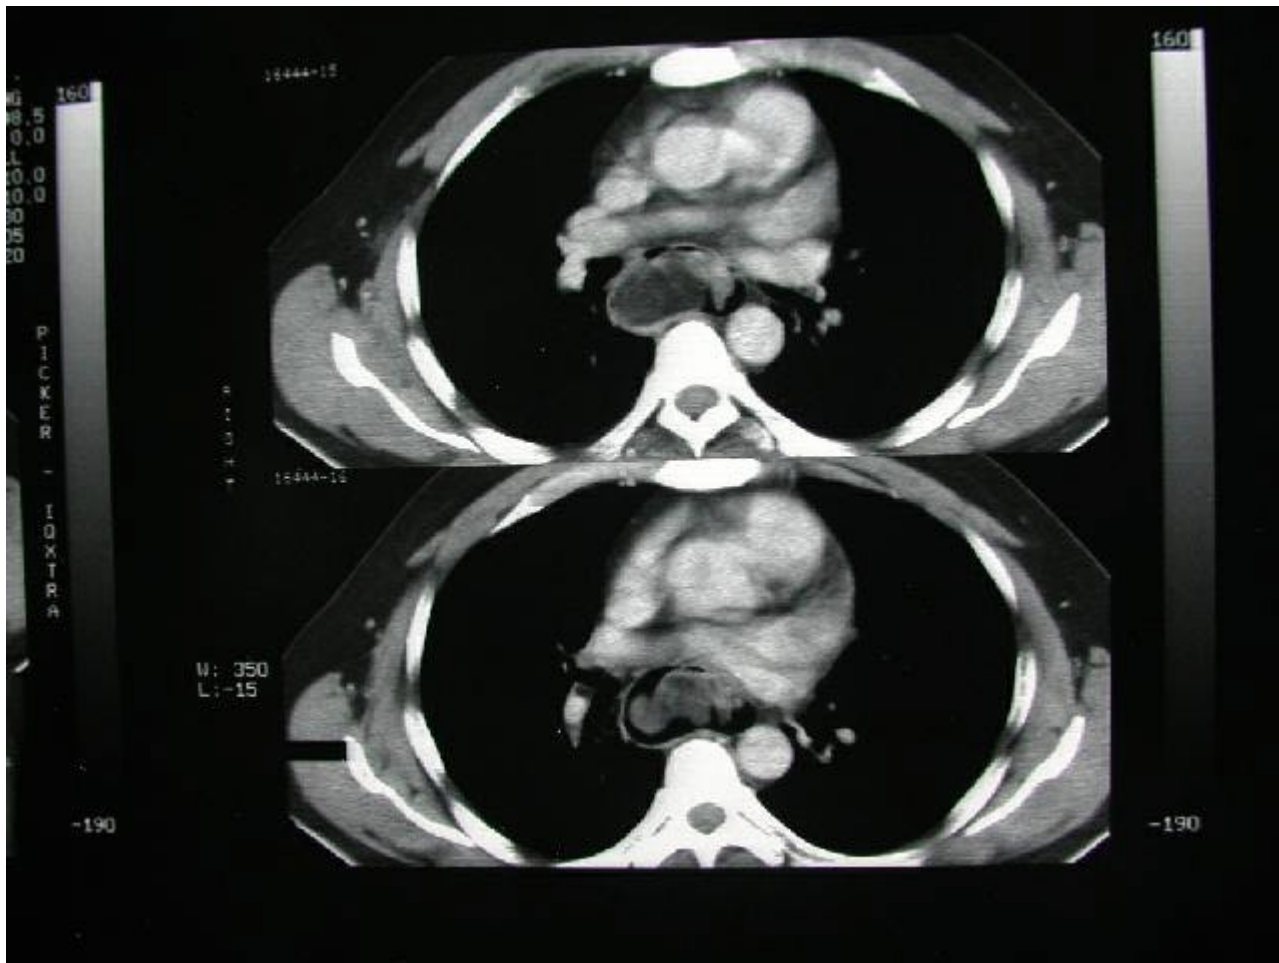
Tomografía. La TAC reporta masa de tercio inferior de esófago, lobulada, de bordes regulares y contornos lisos extraluminales que obstruyen el esófago distal con dilatación pre-estenótica y prolongación de la masa hacia la pared anterior del estómago.
